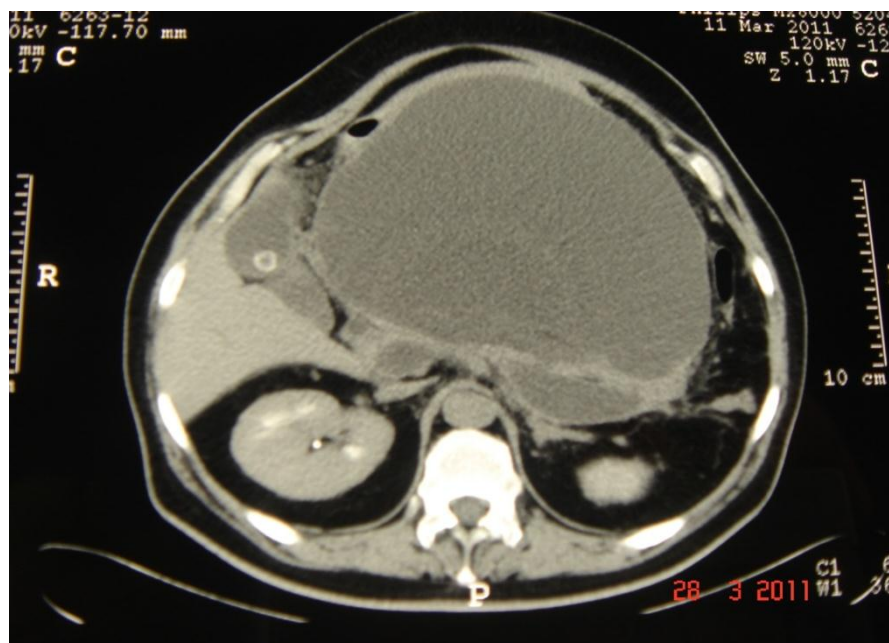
КТ органов брюшной полости с контрастированием. Артериальная фаза. Б-ной С. 39 лет. Киста ПЖ больших размеров после закрытия наружного ПС. Калькулезный холецистит.
